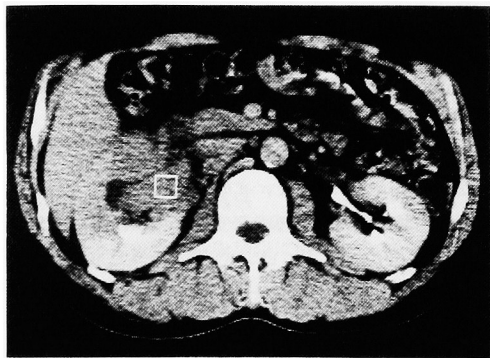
CT shows a right renal mass with retrocaval and interaortocaval lymphadenopathy suspected.
